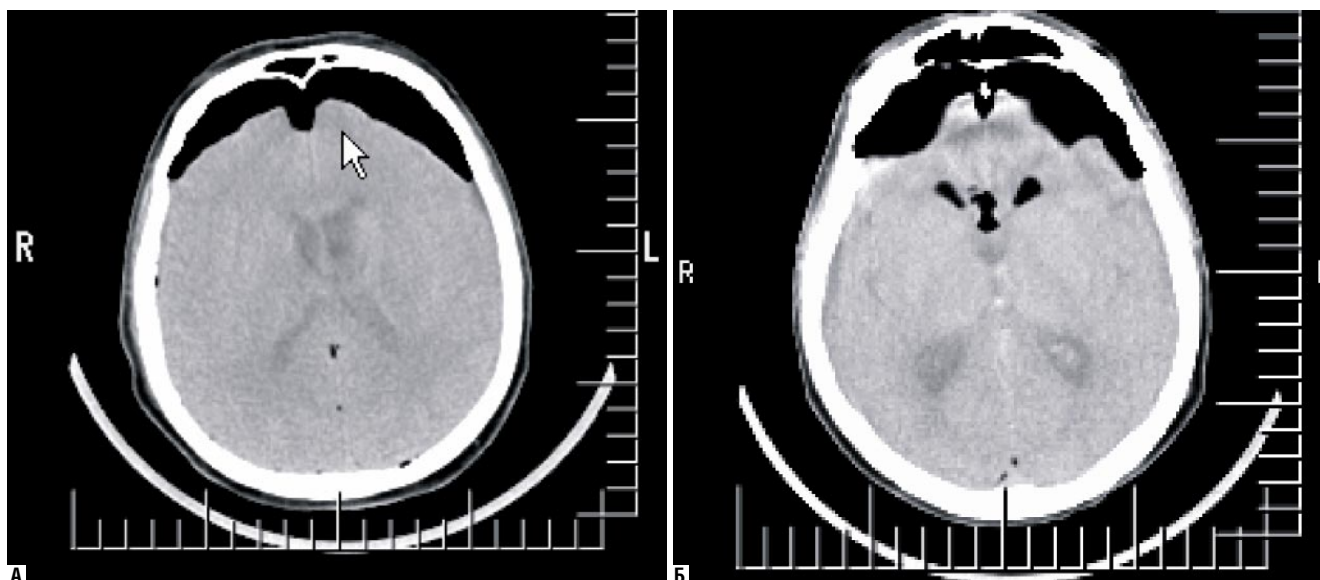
Клинический пример пациентов с массивной послеоперационной ПЦ. А – пациент N, операции по поводу удаления невриномы слухового нерва слева, КТ головного мозга выполнено в течение 1-х суток после операции. Б – пациент М, операции по поводу удаления большой невриномы слухового нерва слева, КТ головного мозга выполнено в течение 1-х суток после операции
